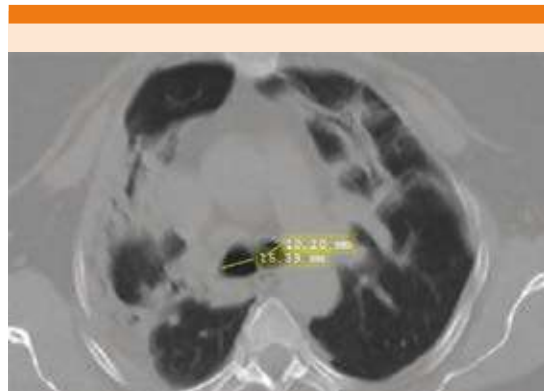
Tomografía axial computada de tórax con opacidades bilaterales sugerentes de neumonía por COVID-19 realizada al ingreso.
